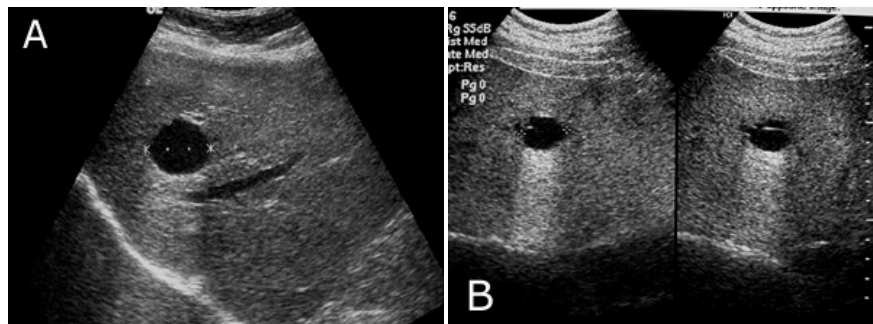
A- Eco abdominal: lesión focal anecogénica, sin pared perceptible, con refuerzo posterior dado su contenido líquido. Estas son las tres características de un quiste simple. B- Eco abdominal: lesión quística con un pequeño tabique o septum que la TAC (abajo) demostró que es un quiste bilobulado.
